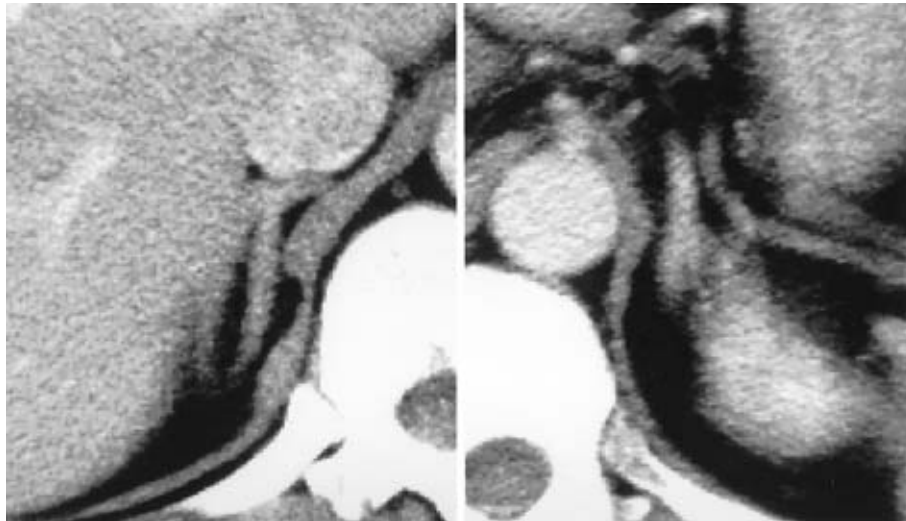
On adrenal CT, bilateral adrenal hyperplasia was detected.
